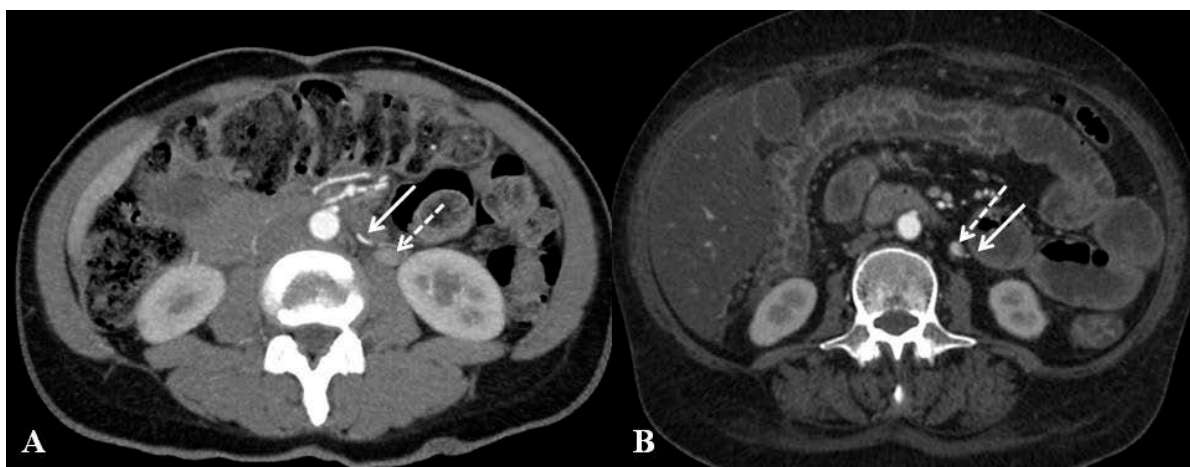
TC no plano axial demonstra, ao nível da origem da AMI, a ACE (seta) situada medialmente à VMI (seta vazada) (A) e a ACE (seta) situada lateralmente à VMI (seta vazada) (B). Fonte: arquivo da autora.
